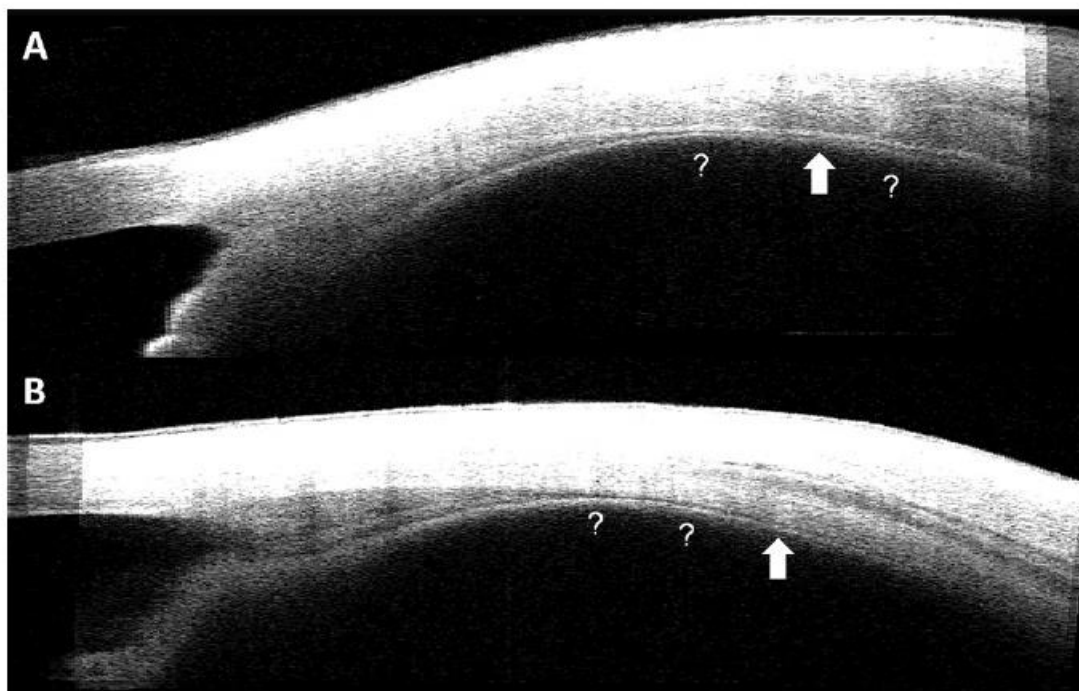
Imagen del cuerpo ciliar mediante tomografía de coherencia óptica en la que se cuestionaba la posición del límite posterior del mismo. Extraída de Bailey MD. How should we measure the ciliary muscle?.¹⁰⁹
